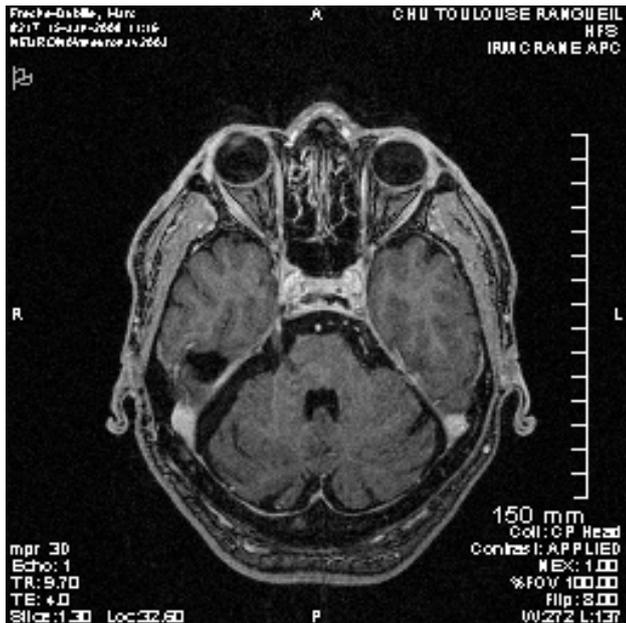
Contrôle IRM encéphalique réalisé 6 mois après un traitement radiochirurgical et permettant de visualiser une prise de contraste au niveau du point cible.
